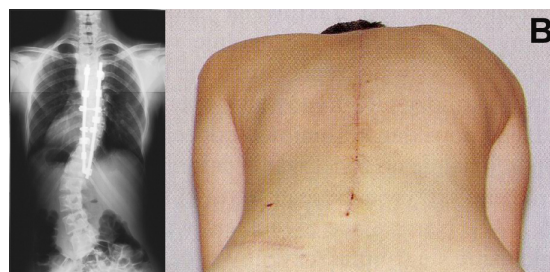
Examples of X-rays and the posture in one of patients (A) before and (B) after the surgical correction of scoliosis.
